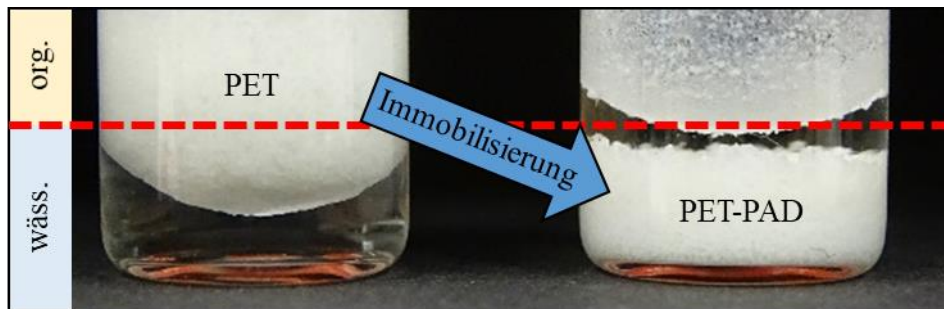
Veränderung der Hydrophobizität durch Immobilisierung: 167 mg PET (links) bzw. Immobilisat (rechts) in 333 μL 5 mM FA [in 0,5 mM KP_i -Puffer (pH 7)] und 666 μL *n*-Heptan [Puffer-*n*-Heptan 1:2 (v/v)].
